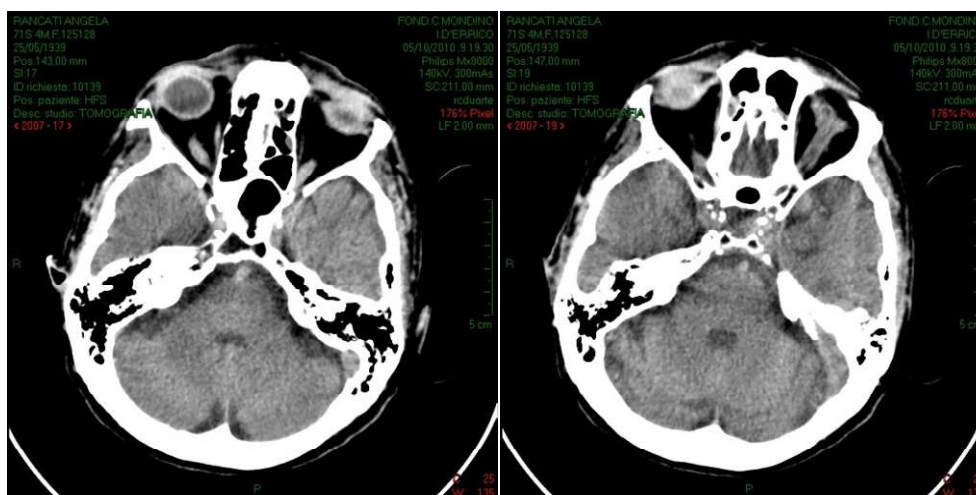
TC encefalo: si nota l'iperdensità dell'arteria basilare; encefalopatia vascolare cronica; non altre franche alterazioni parenchimali.
